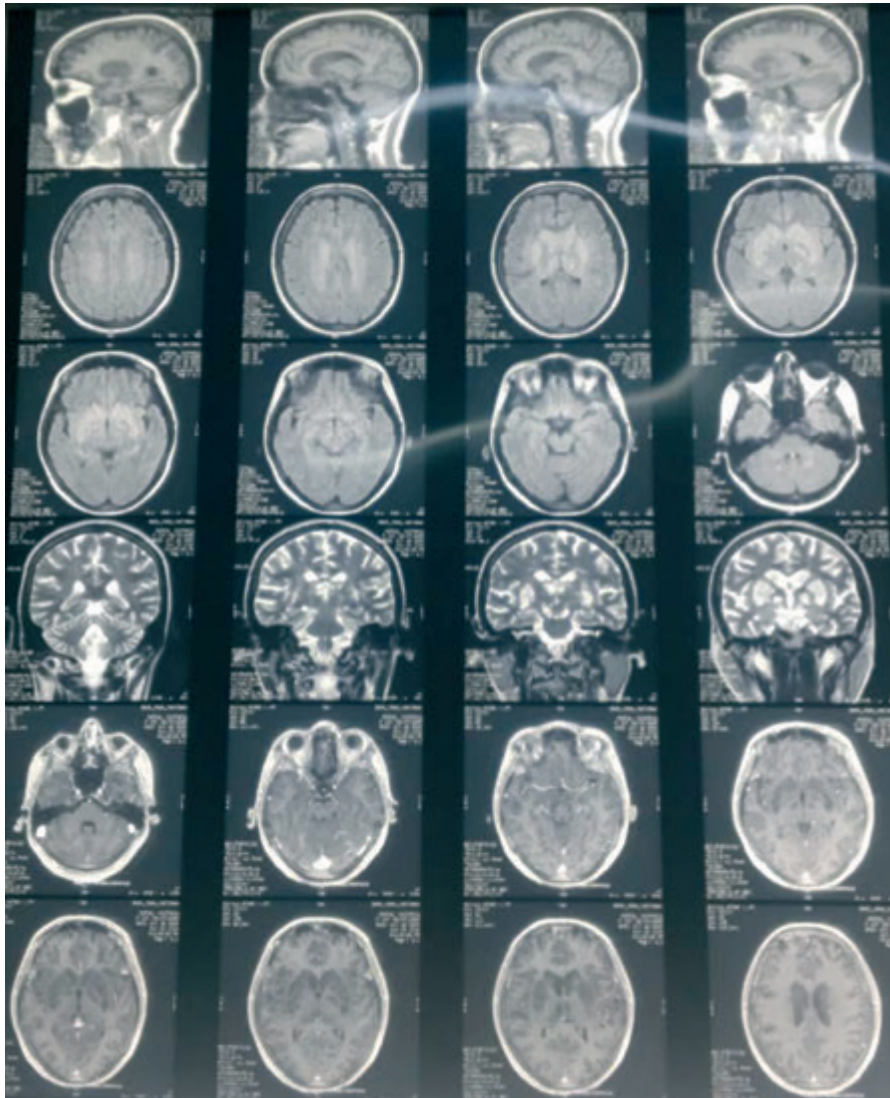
RMN: multiple conglomerate chistice la nivelul spațiilor perivasculare în nucleii bazali bilateral, talamus, mezencefal și periventricular în cerebel, cu răspândire în spațiile perivasculare la nivelul centrelor semiovale în hipersemnal T2w și hiposemnal T1w, precum și îngustarea ventriculilor laterali și ventriculului III prin efectul de masă exercitat de conglomeratele chistice menționate.
